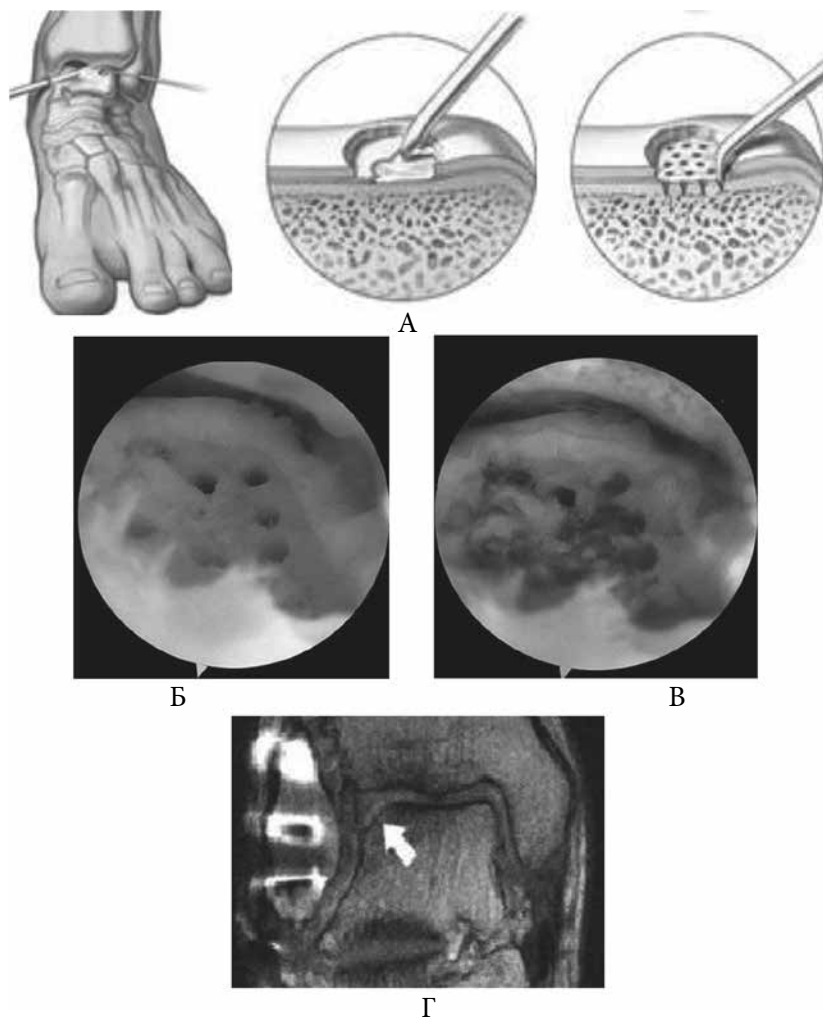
Микрофрактурирование. А – рисунок этапов вмешательства. Артроскопическая картина перфораций: Б – во время операции; В – через 6 недель. МРТ контроль через 25 месяцев: Г – визуализирована депрессия субхондральной пластинки
